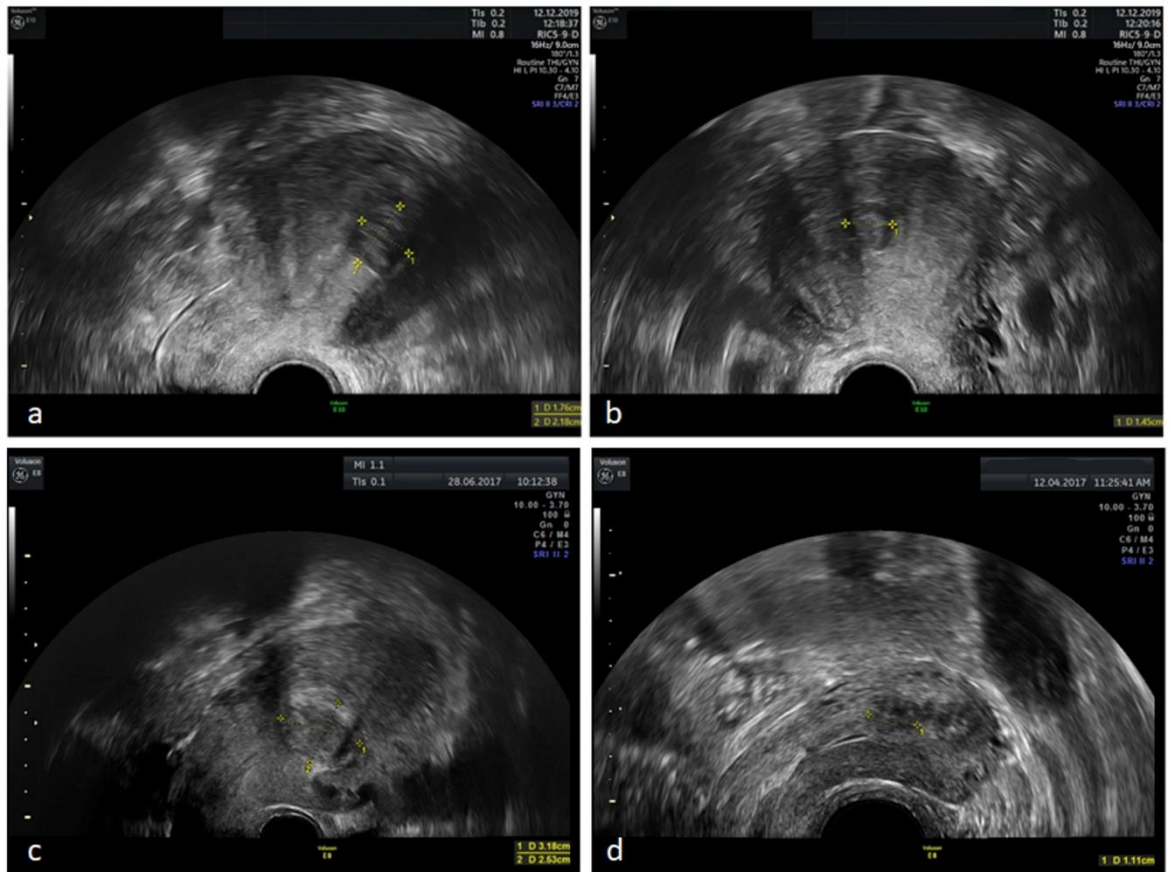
Esempi di mioma sottomucoso; a e b: stesso caso di mioma G0 all'ecografia bidimensionale visualizzato sul piano longitudinale dell'utero (a) e sul piano trasversale (b); c: altro caso di mioma sottomucoso G0; d: mioma sottomucoso G1.
